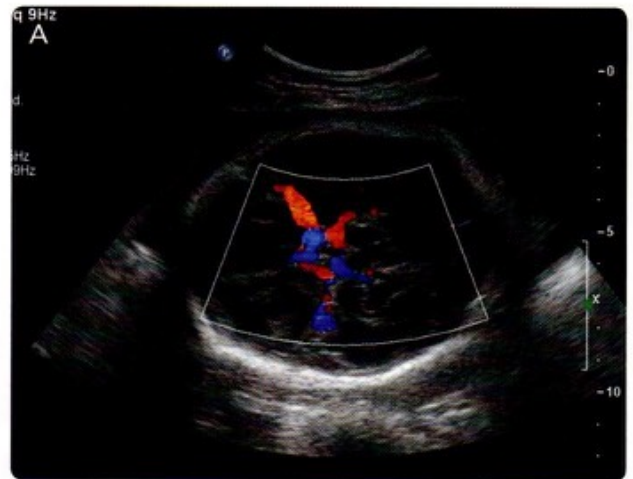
Estudios de ultrasonografía. A. Ecografía craneal fetal con Doppler color donde puede verse el flujo sanguíneo a nivel del polígono de Willis. B. Ecocardiografía fetal en un corte de "4 cámaras". C. Ecografía fetal que muestra un caso de labio y paladar hendido. (A y C, cortesía de la Dra. Sandra Jordán Herrera; B, cortesía del Dr. Alejandro Muro. México, D.F.)
